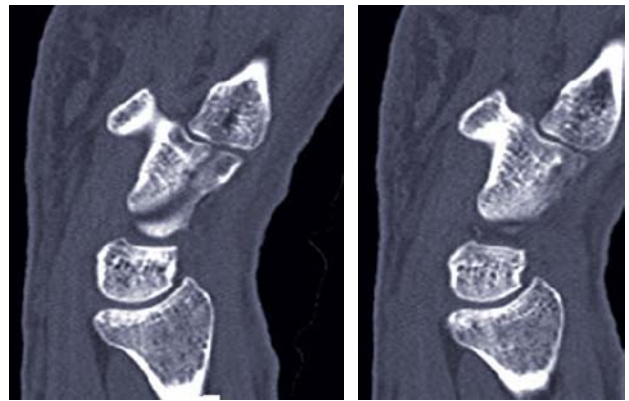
Fractura oblicua aislada, diagnosticada mediante TAC.
